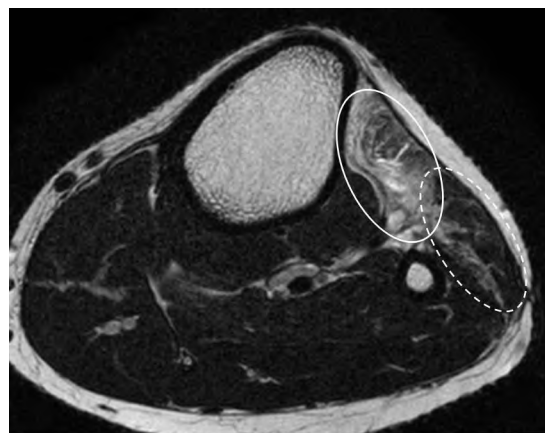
МРТ области левого коленного сустава в аксиальной плоскости в Т2-режиме пациента Ш. в возрасте 16,5 года.
